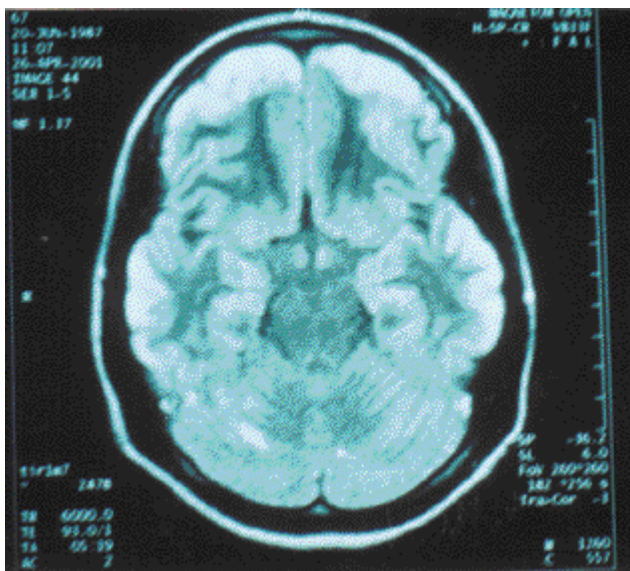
Imagen de resonancia magnética de cráneo corte axial en densidad de protones donde se observa hiperintensidad de los lóbulos frontales y temporales.
